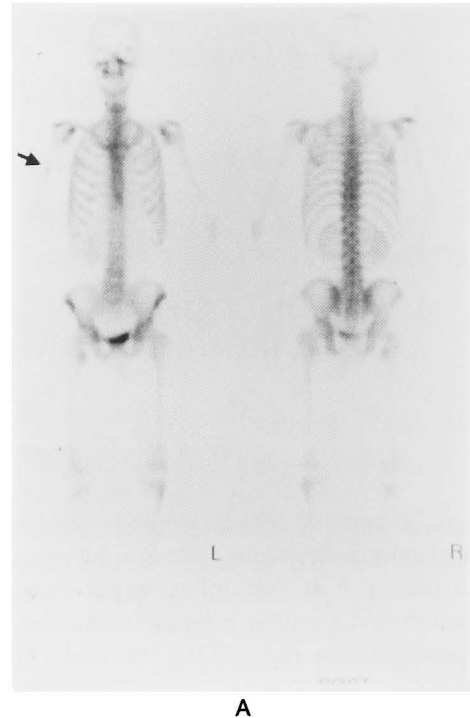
A: Preoperative osseous scintigraphy showing a metastasis at the right humerus (arrow). B: Postoperative osseous scintigraphy showing disappearance of the metastasis at the right humerus.
